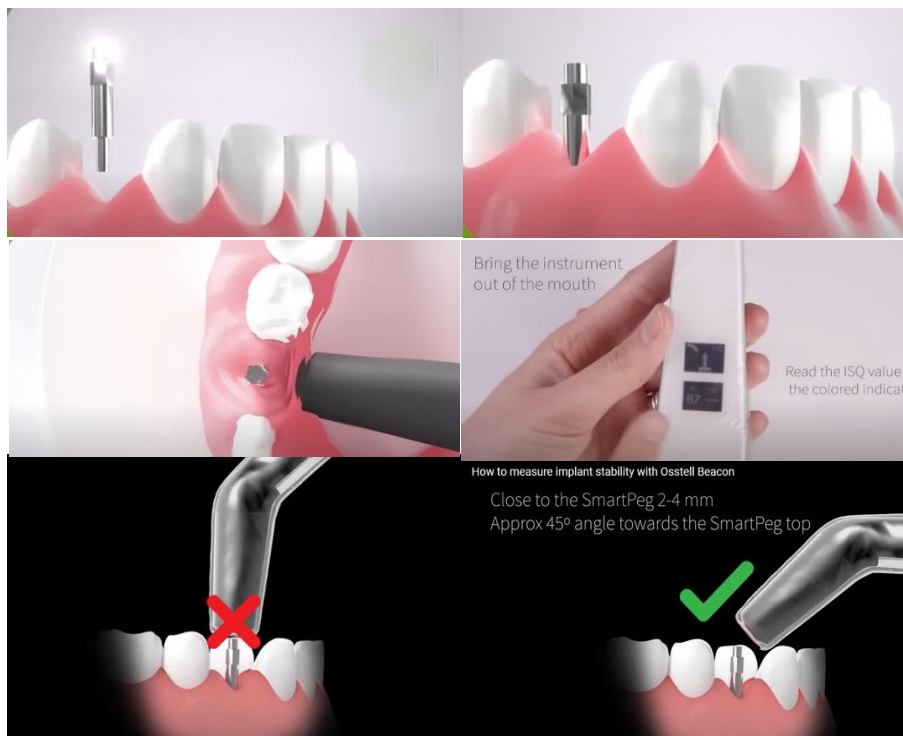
Se conecta el Smartpeg con un torque entre 4-6 Ncm, al implante instalado, luego con el dispositivo Osstell se acerca al Smartpeg y se mide la frecuencia de resonancia del Smartpeg
